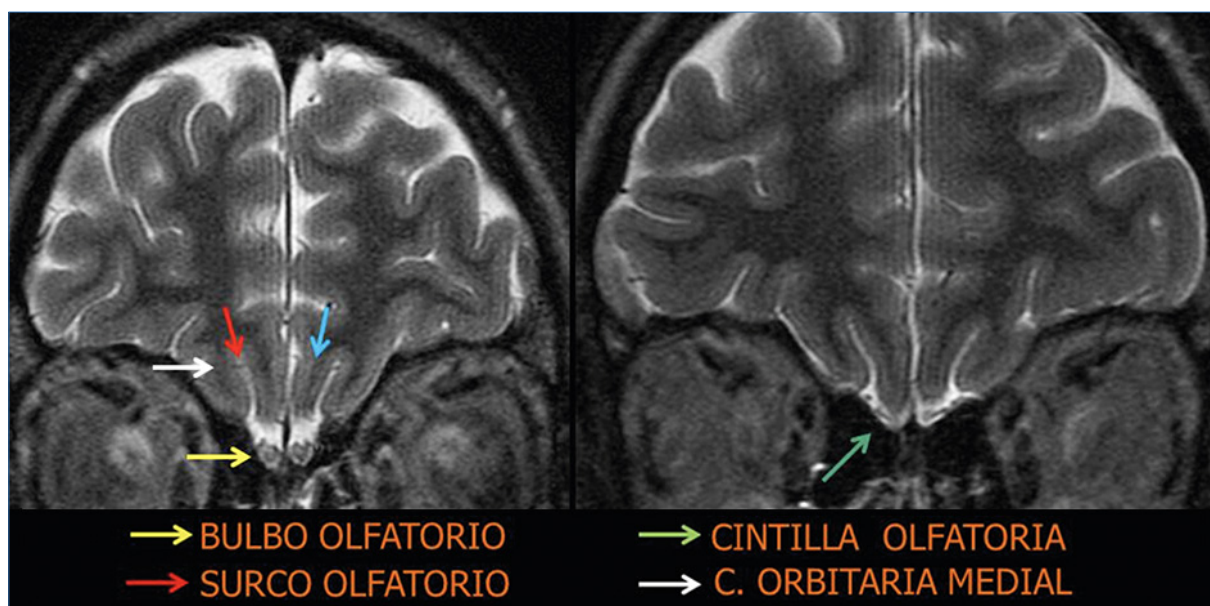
Vía olfatoria intracraneal normal. Resonancia magnética, cortes coronales potenciados en T₂. Estructuras normales de la vía olfatoria intracraneal.
